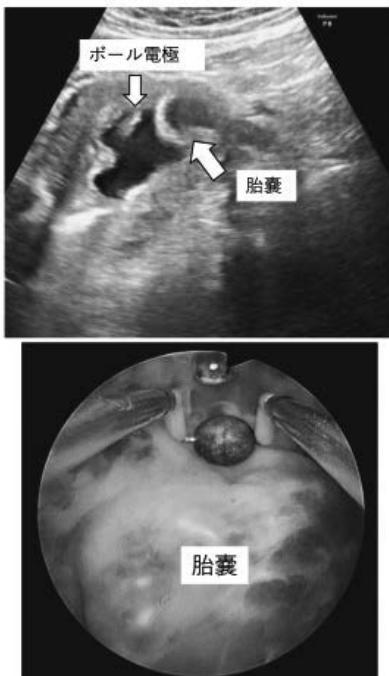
手術開始時の経腹超音波画像と子宮鏡画像。右卵管口よりせり出す受精卵を認める。
